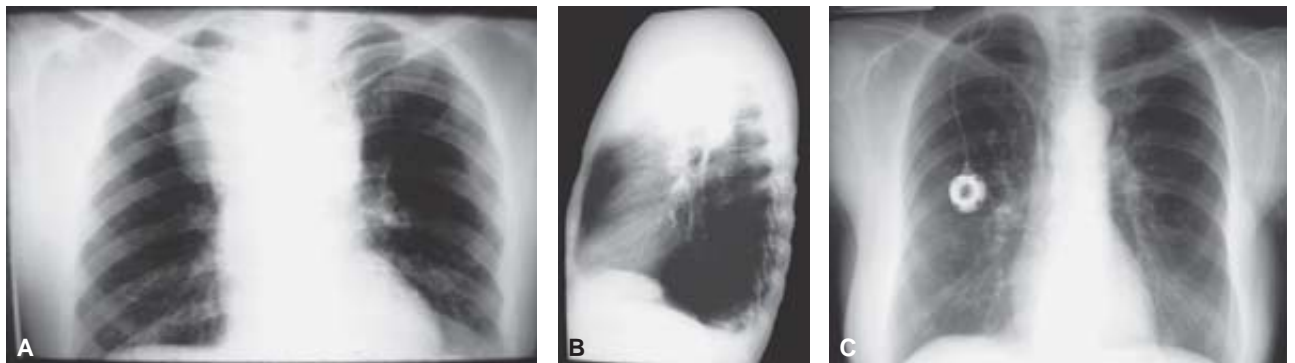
Imágenes en radiografías de tórax PA y lateral donde se identifica gran masa mediastinal que ocupa parte del ápice derecho (A y B). En estudios subsiguientes se observa la disminución y prácticamente sin evidencia de lesión después de los ciclos de quimioterapia (C).
